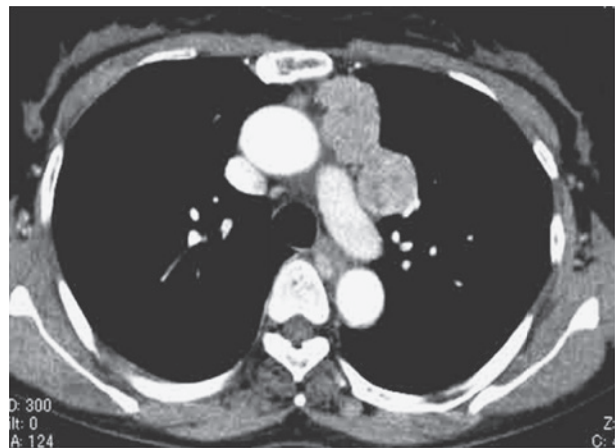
Chest CT scan of Case 1 showing a tumor in the left anterior mediastinum.
